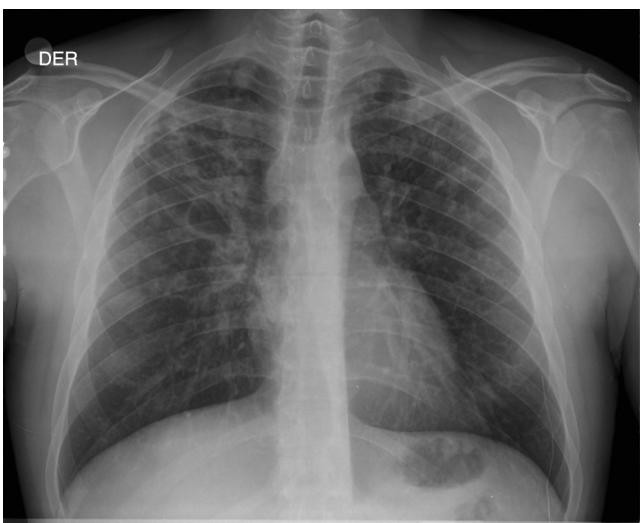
Radiografía de tórax del caso 1. Infiltrado bilateral trescavitado en lóbulo superior derecho.
